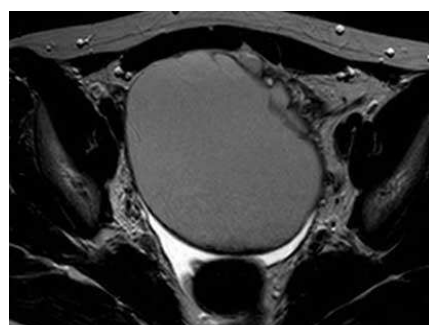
IRM pelvienne - coupe axiale pondérée T2
